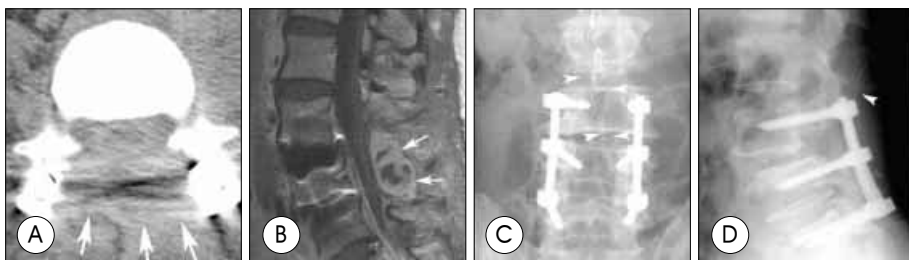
A case that was diagnosed as wound infection after transpedicular screw fixation. CT and MRI Show abscess pocket seated deeply under the paraspinal musculature, which is well enhanced along with abscess wall(A&B). Instruments were not removed and irrigation system was introduced into epidural space after evacuation of infected tissue and abscess(C&D).
